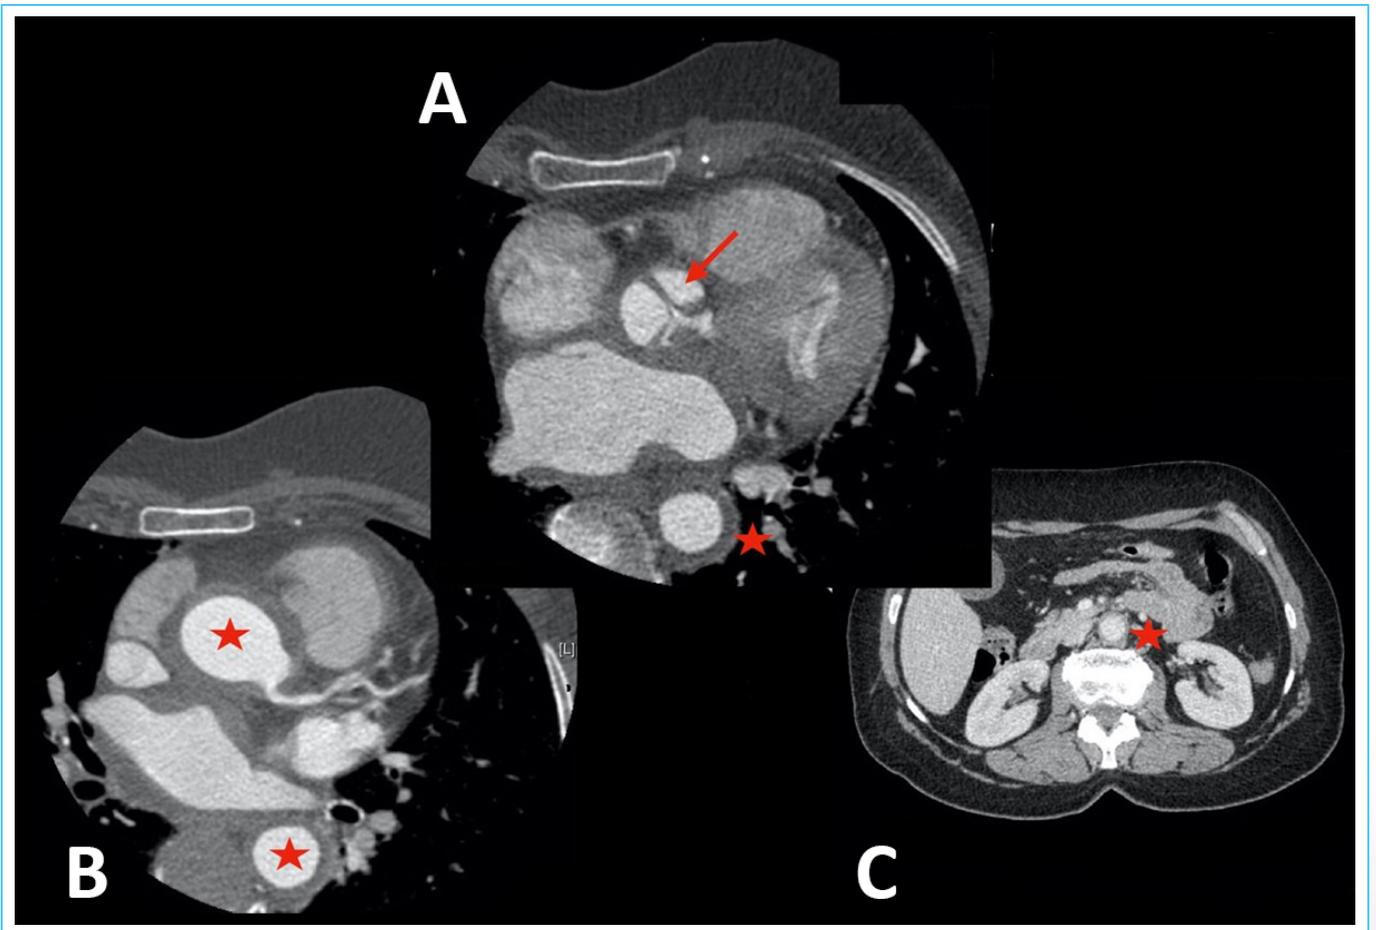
Tomografía computarizada. La imagen muestra el engrosamiento de la válvula aórtica (a) y también de la pared de la aorta a varios niveles (estrellas rojas en b, c).
